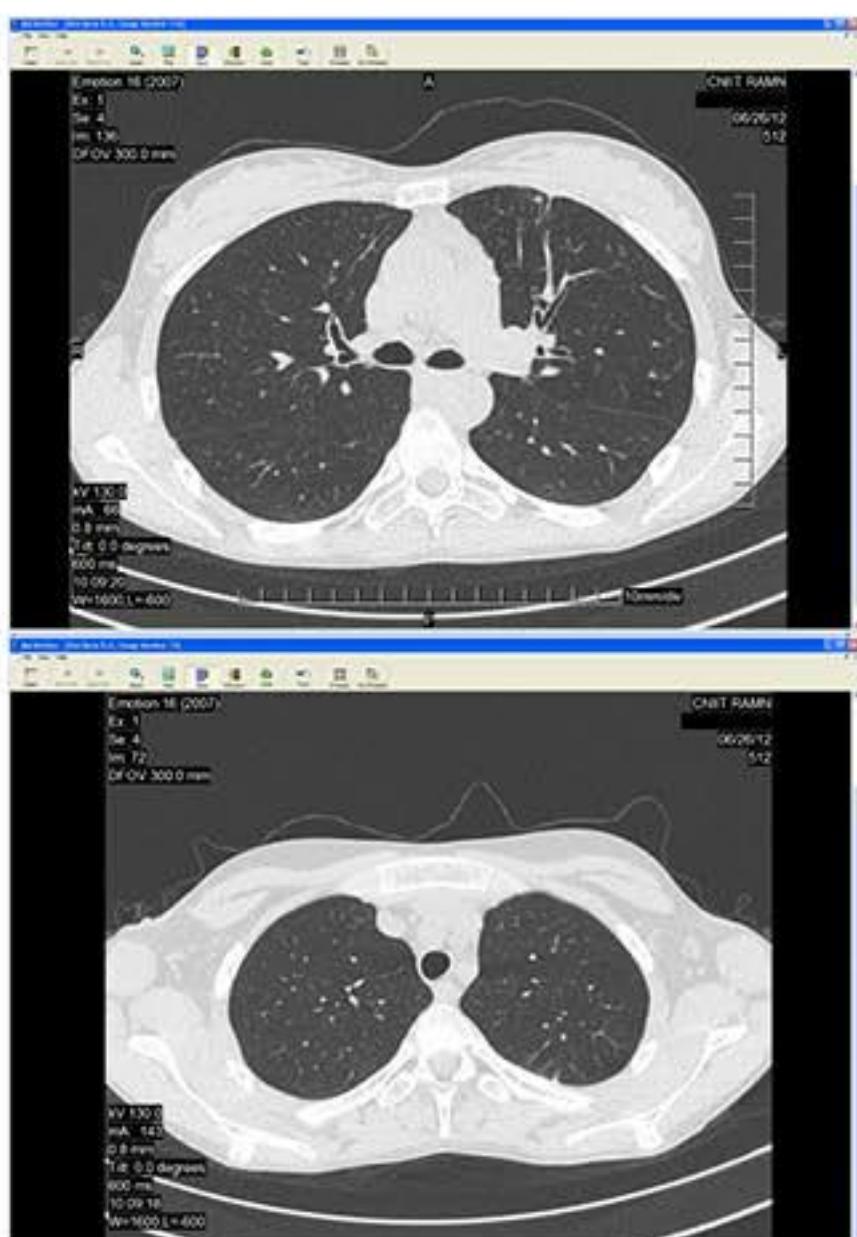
КТ-картина изменений верхней доли левого легкого при выписке
